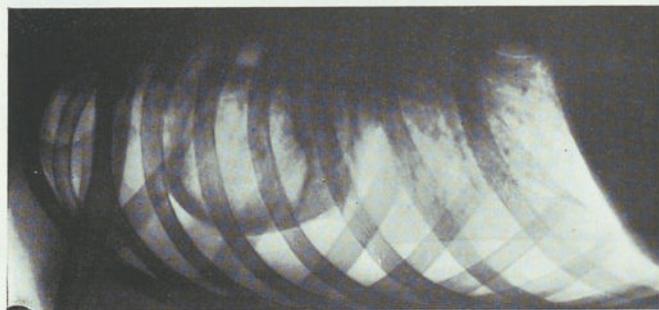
Radiografía del 126-VII-37.
